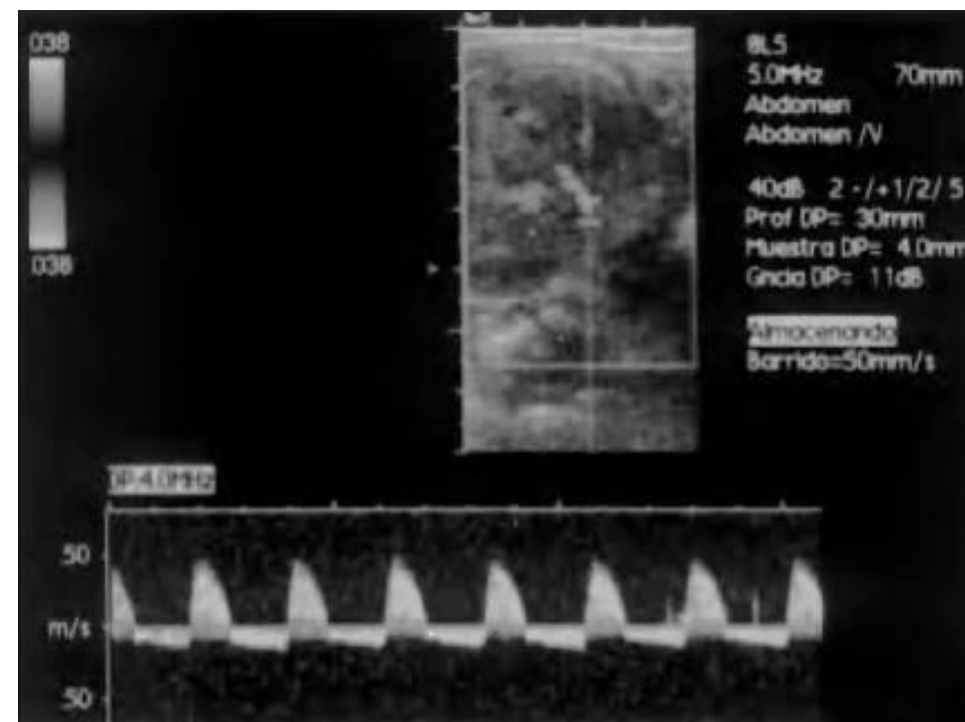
Estudio eco-Doppler de arteria renal derecha con inversión del flujo diastólico.
